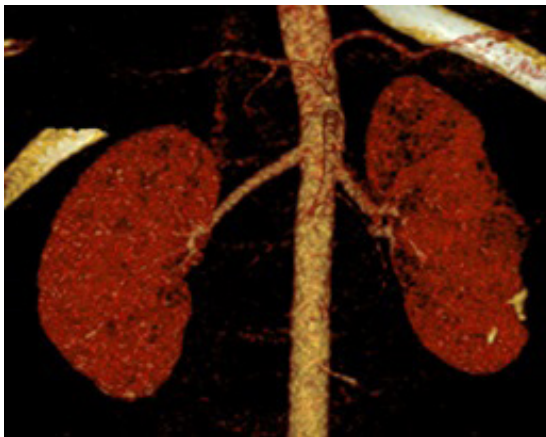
Reconstrucción de TC de arterias renales, sin patología intrínseca en dichas arterias
